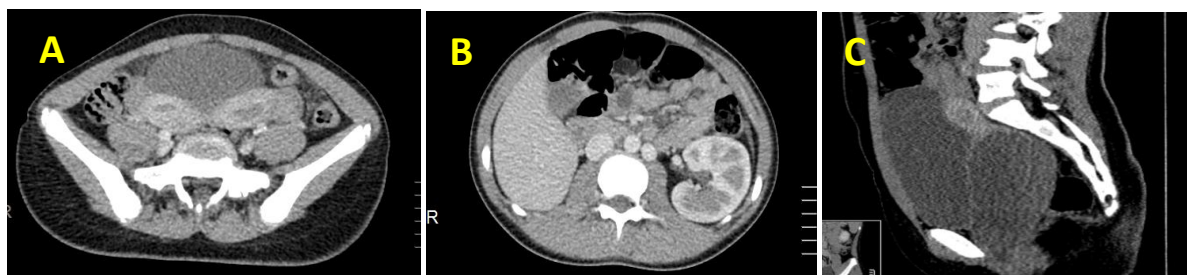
TC cu contrast: uterul didelf (A), agenezia rinichiului drept (B), hematocolpos masiv cauzat de sept vaginal obstructiv, compresia rectului și vezicii urinare (C)
